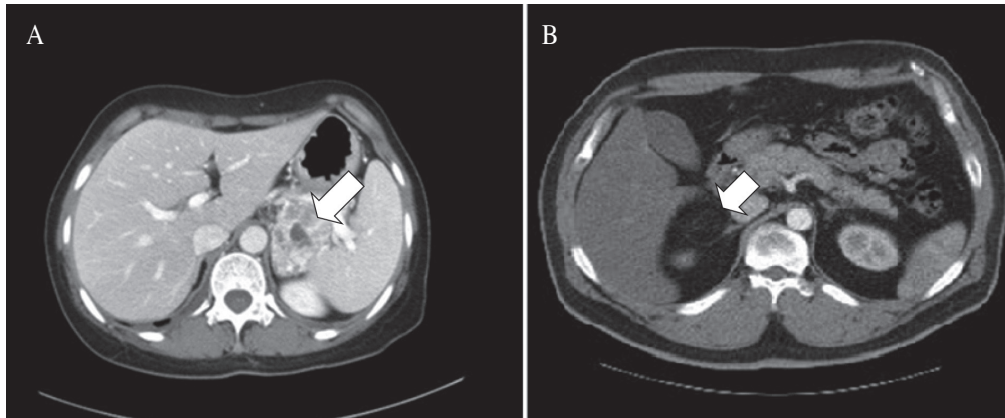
Both abdomen CT scan showed adrenal lipomatous tumors. about 5.3 cm sized heterogeneously enhancing mass in left adrenal gland, -95~82 HU (A, arrowed). about 4.5×4.0 cm sized circumscribed fat containing mass with high attenuation myeloid tissue within the mass, mean -103 HU (B, arrowed).
